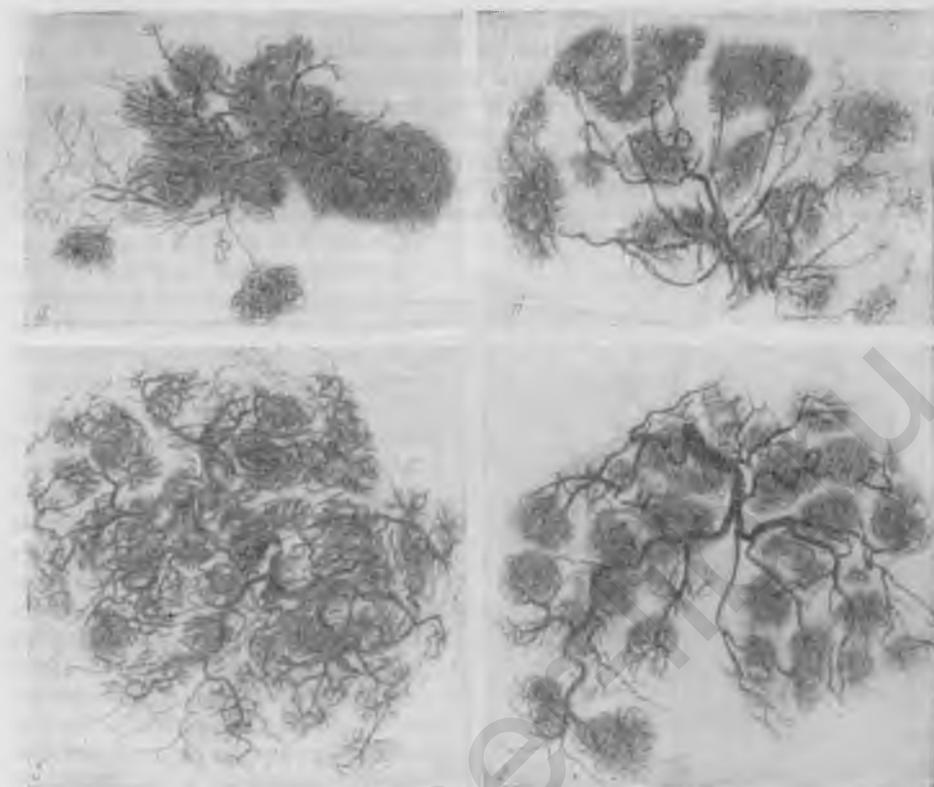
Рентгеновские снимки плацентарной артериальной сети, палитой контрастной смесью (по Фурнье).
